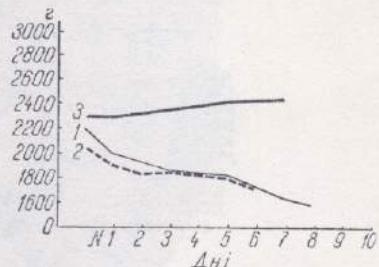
Вага кроликів при опроміненні рентгенівськими променями і радіоактивним фосфором. 1 — рентгенівське опромінення, 2 — радіоактивний фосфор, 3 — контроль.
